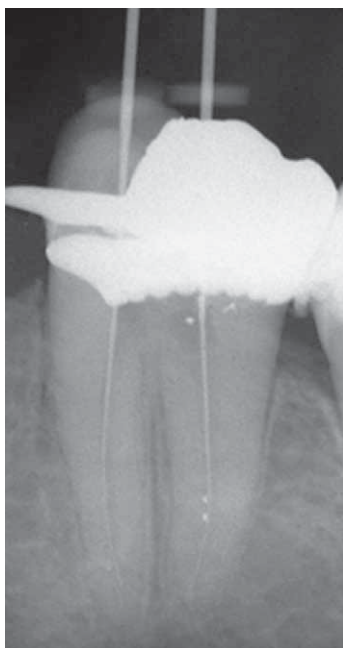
1987/07 - 37 Determinazione radiografica della lunghezza di lavoro nei canali MV e D: si osservano frammenti di amalgama precipitati all'interno del canale distale.
